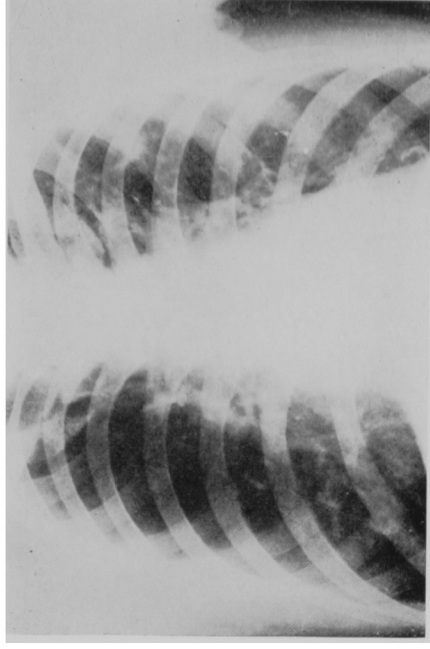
Roentgenogram at discharge (XI, 1966).
